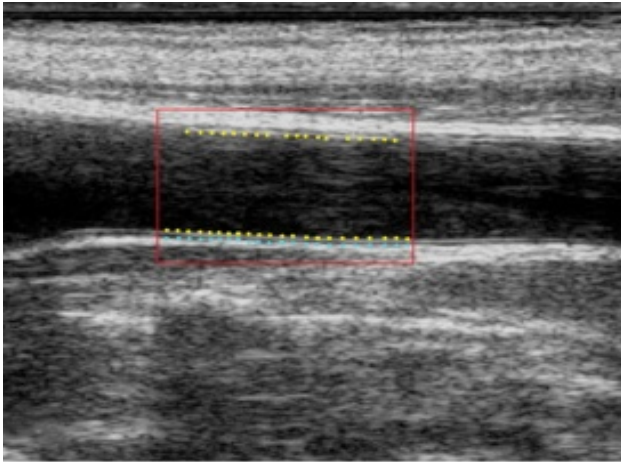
Darstellung eines Gefäßabschnittes mittels Sonographie (154).
